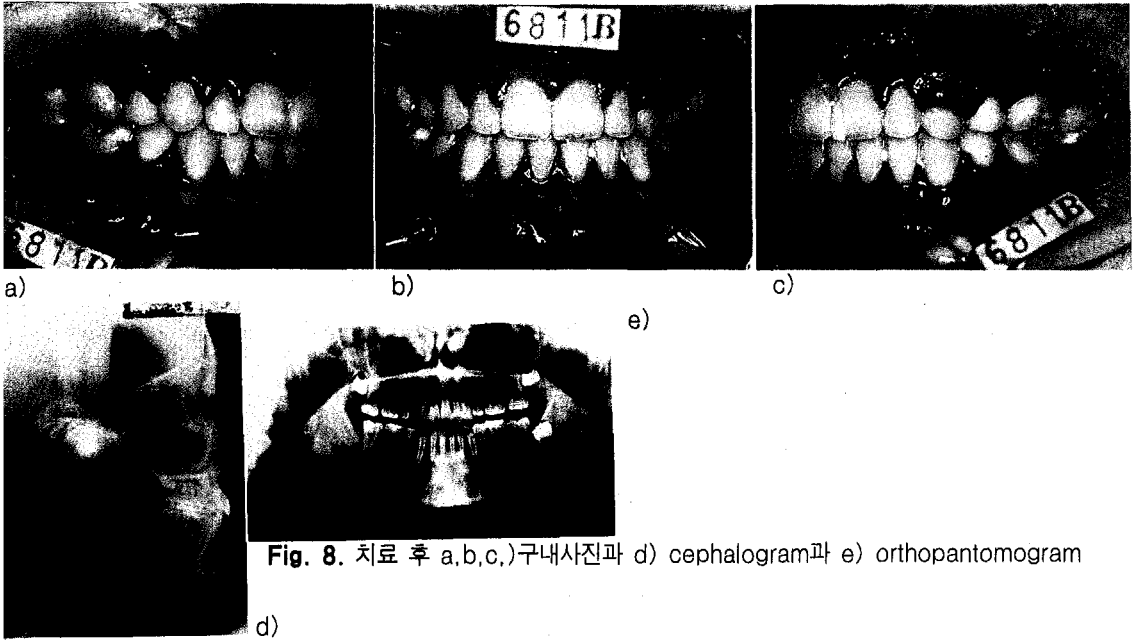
치료 후 a,b,c.)구내사진과 d) cephalogram과 e) orthopantomogram
